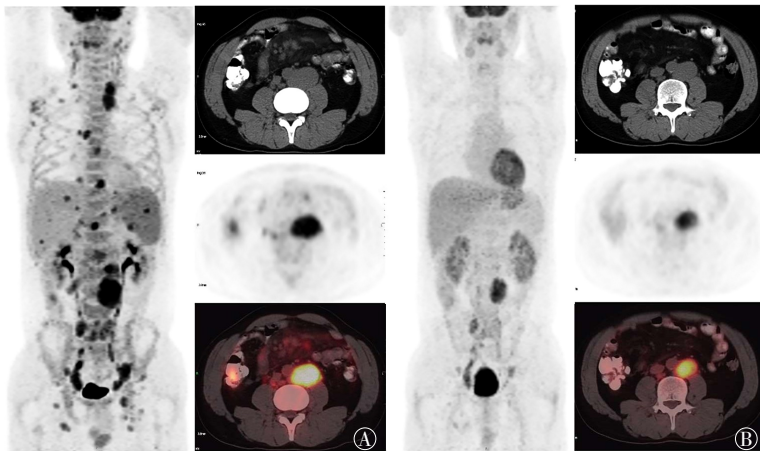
非完全缓解组滤泡性淋巴瘤患者治疗前后 ^{18}F -FDG PET/CT 图像对比 患者男性, 39岁, 图中, A: 患者化疗前最大密度投影图(左栏)示全身多发高代谢淋巴结, CT、PET及PET/CT融合图像(右栏自上而下)示左侧腹膜后增大淋巴结, 基线最大标准化摄取值约为12.3; B: 3个周期利妥昔单抗联合环磷酰胺、阿霉素、长春新碱和泼尼松化疗后, 全身最大密度投影图(左栏)示大部分病灶代谢消失, 但CT、PET及PET/CT融合图像(右栏自上而下)可见原左侧腹膜后增大淋巴结较治疗前略有缩小, 代谢仍高, 最大标准化摄取值约为6.2, 疗效评价为部分缓解。
